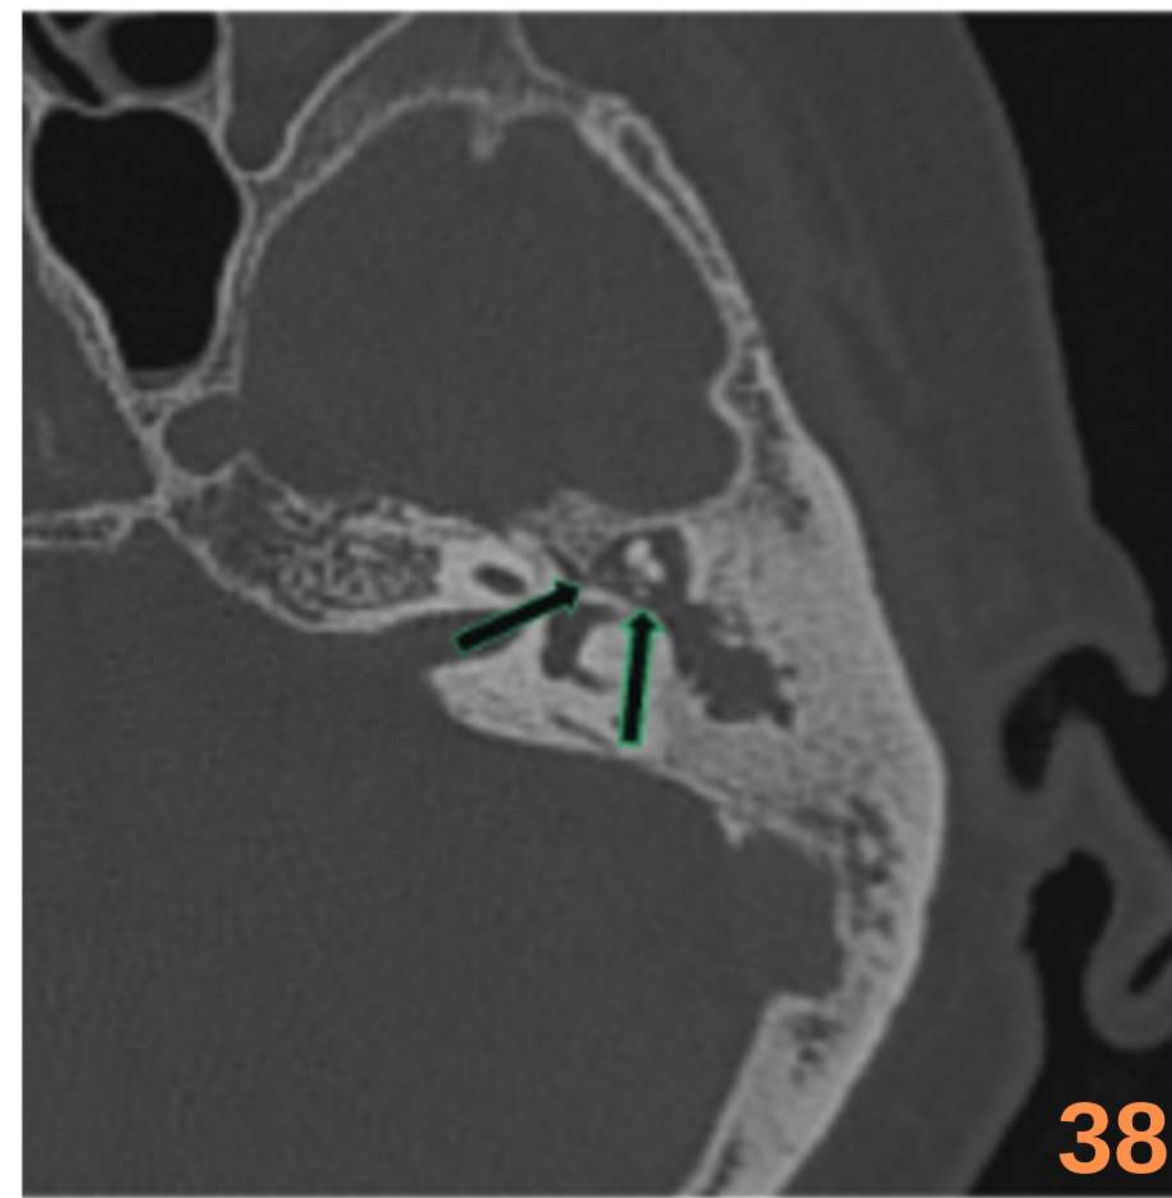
Imagen axial de TC de peñasco izquierdo en la que se muestra ocupación parcial del CAE hasta la membrana timpánica que se encuentra retraída y osificada, compatible con miringoesclerosis.
